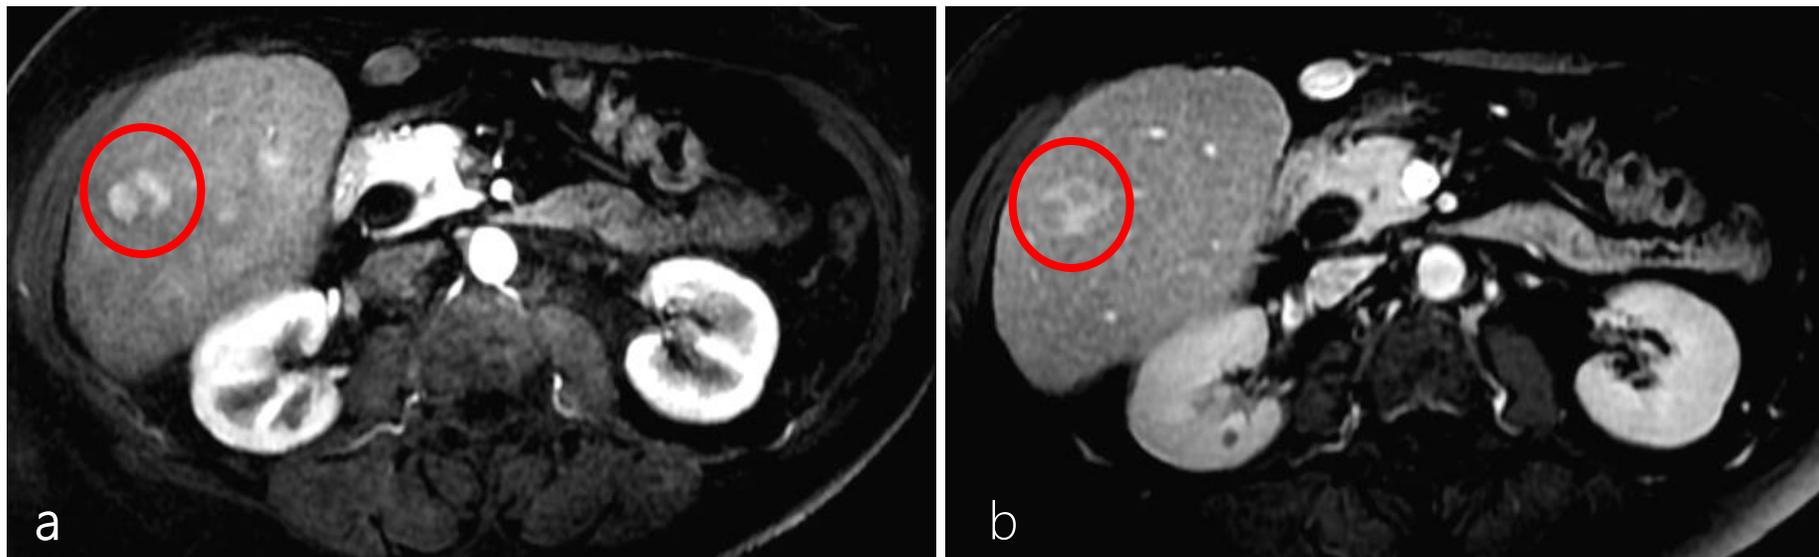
RM ponderada em T1 nas fases arterial (a) e venosa portal (b) mostra uma lesão que apresenta realce central na fase arterial e periférico na fase portal ("nódulo em nódulo": CHC precoce)
